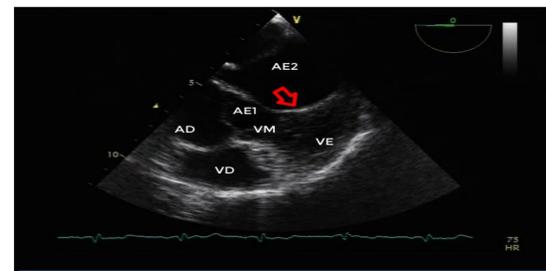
Ecocardiograma Transesofágico. Seta vermelha indica nitidamente a membrana dividindo o atrio esquerdo (AE) em duas câmaras (AE1 e AE2). VM: válvula mitral. AD: átrio direito. VE: ventrículo esquerdo. VD: ventrículo direito.
